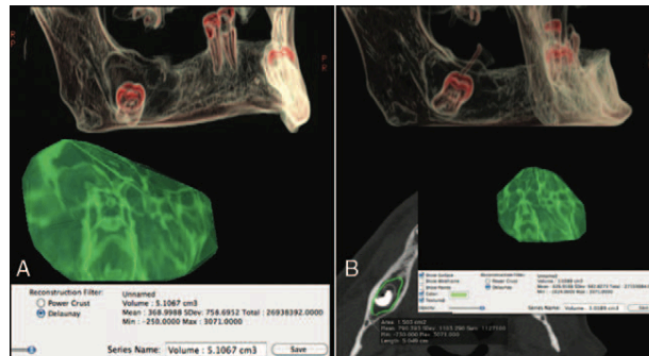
a) TAC pré-operatório com reconstrução 3D mostrando largo cisto mandibular, com siso incluído na base cortical mandibular. / b) TAC pós-operatório, após 7 meses de descompressão, mostrando deslocamento do siso com redução da lesão e nova formação óssea. (Imagem retirada P. Bonavolontà, G. Dell’Aversana Orabona, M. Friscia et al., 2019, *Surgical management of large odontogenic cysts of the mandible*)
